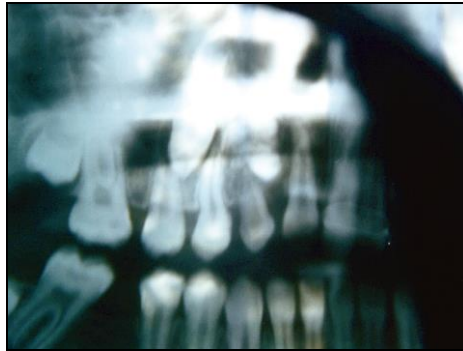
Radiografia tregon malformacion të ngjashëm me një odontomë në nivelin e incizivit lateral maksilar të djathtë.
